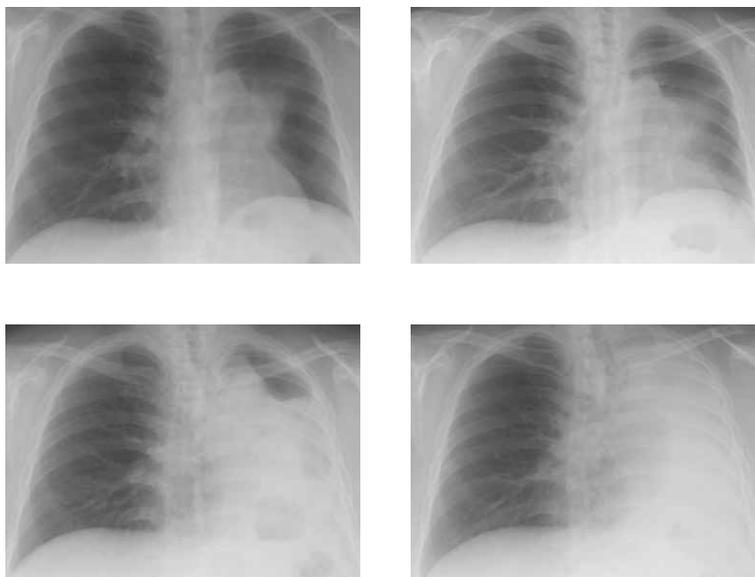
Chest X-rays showing progressive atelectasis of the left lung.
